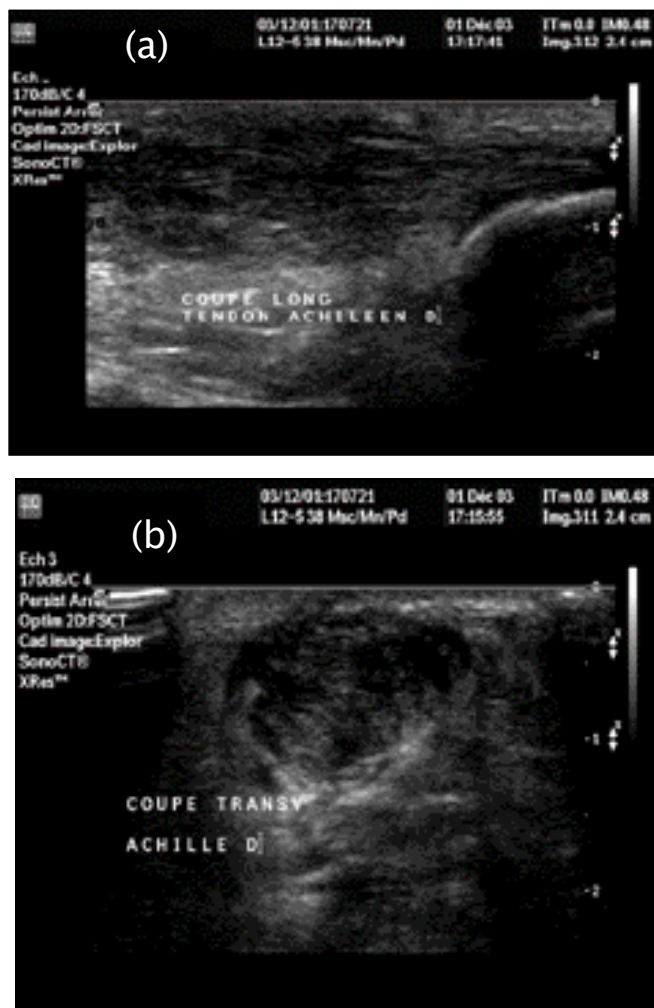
Échographie du tendon calcanéen en coupe transversale : le tendon est visualisé sous la forme d'un fin piqueté hyperéchogène se disposant sur un fond ovalaire plus hypoéchogène. Il est entouré d'une gaine hyperéchogène régulière. [41]
